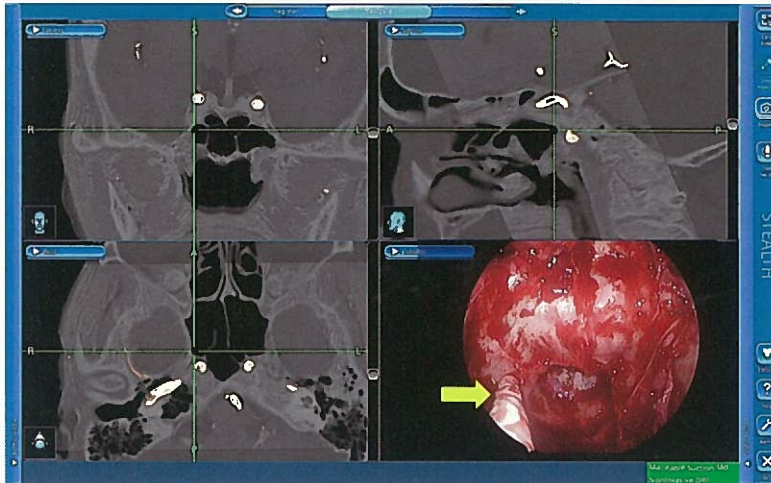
磁場式ナビゲーションを使用した内視鏡下経蝶形骨洞手術。CT (bone image)とMRAを統合させ、さらに動脈を「Vessels」モードで着色した。これにより、内頸動脈をモニター上で強調することができる。矢印は自由に曲げることのできるプローベ(Malleable Suction Instrument)
